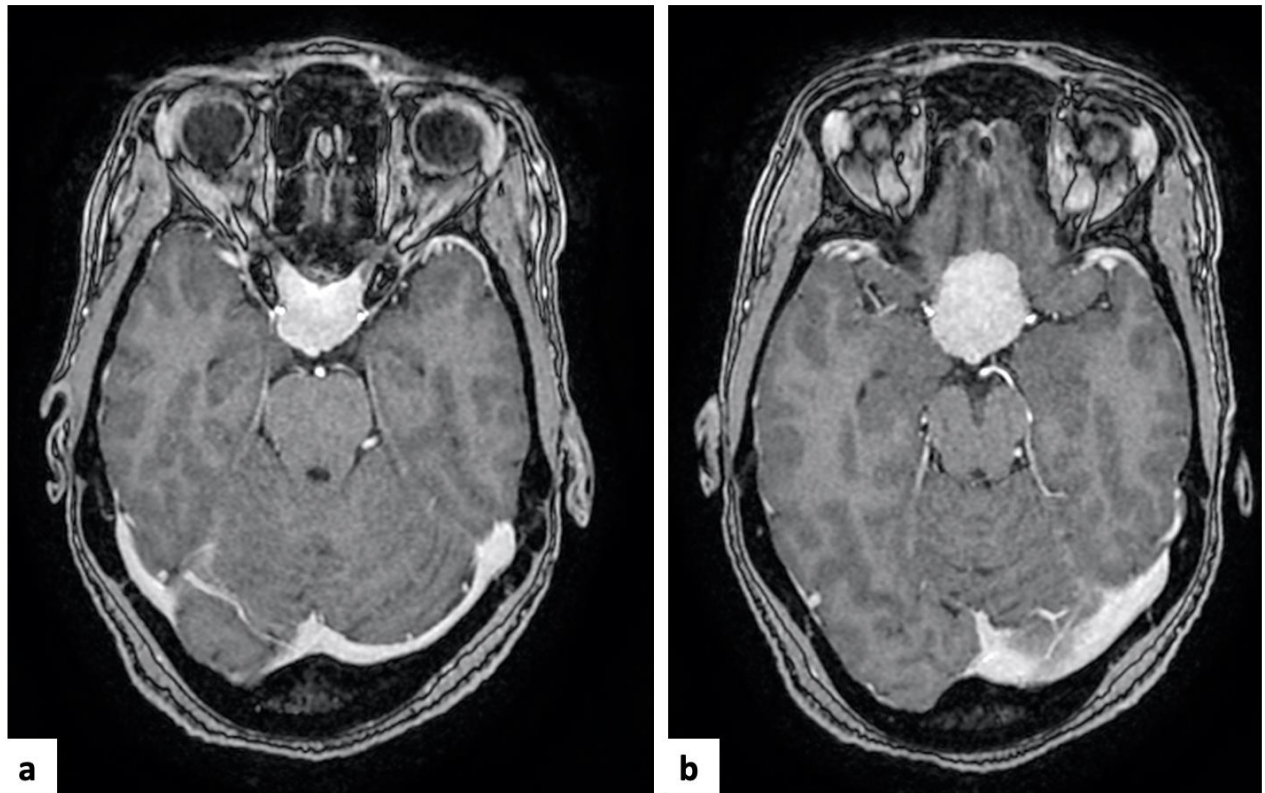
IRM cérébrale en coupes axiales et en séquence T1 après injection de gadolinium objectivant une lésion suprasellaire fortement rehaussée. Notons les rapports intimes de la tumeur avec les voies optiques (a) et avec les terminaisons carotidiennes et l'artère communicante postérieure gauche (b).
